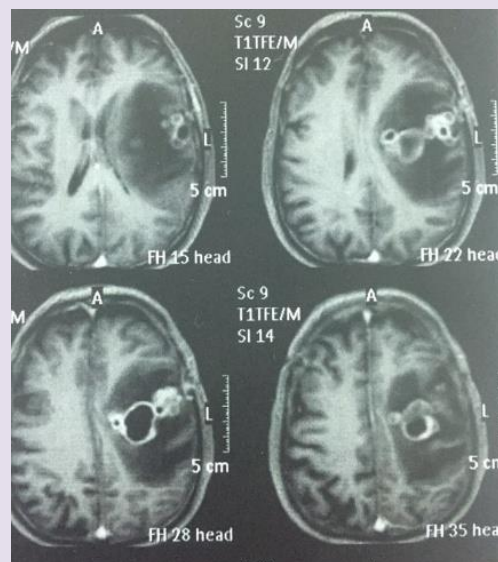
Resonancia magnética nuclear que muestra en hemisferio cerebral izquierdo, un nódulo neoformado de brillo heterogéneo que realza con contraste.
